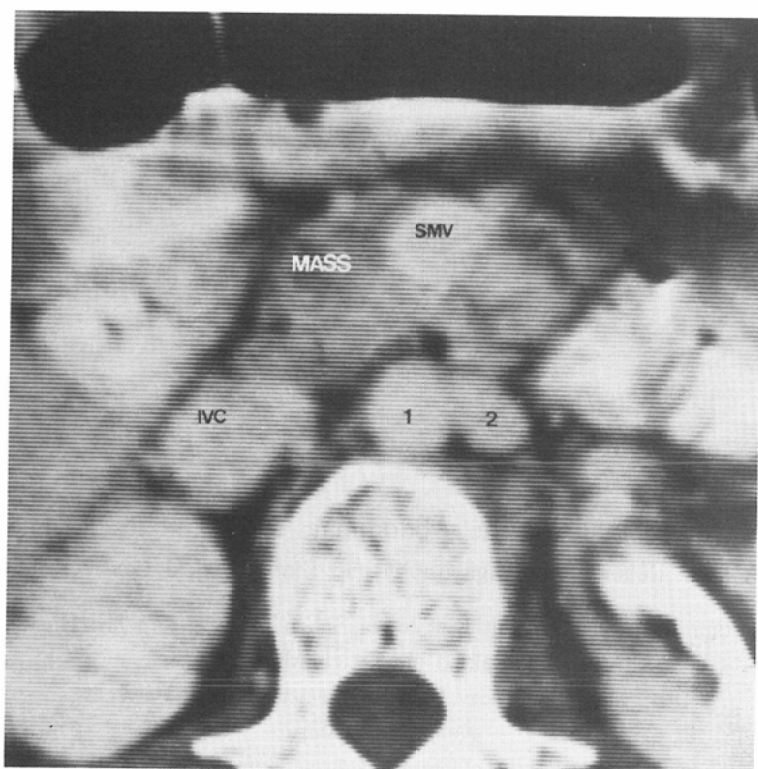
CT shows abdominal aorta (1) and coeliac-mesenteric trunk (2). Pancreas cancer is seen as a low density mass.
